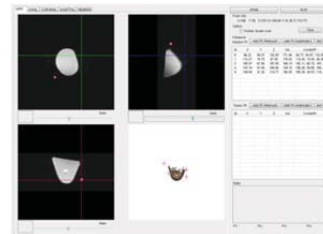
Obtaining coordinates from MR image
